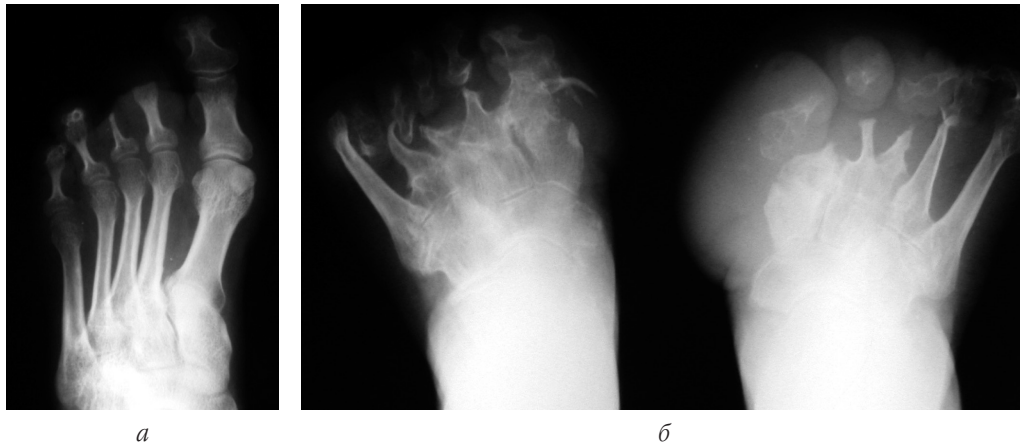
Рентгенограми стоп доньки (а) та матері (б) — спадкова сенсорна нейропатія:
